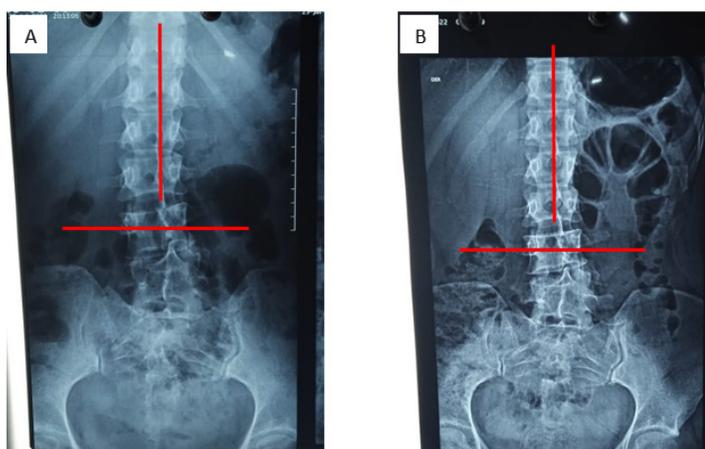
Radiografía de columna en región lumbosacra mostrando la mejora en biomecánica y estructural posterior a la combinación de termoterapia, electroterapia y ejercicios de Williams. A. Rayos X con fecha 25 de julio del 2021, se observa inclinación lateral derecha del cuerpo vertebral lumbar "L-4", se observa la zona superior izquierda del cuerpo vertebral sobresaliente acorde a la línea imaginaria proyectada (línea horizontal). Presencia de rotación vertebral izquierda, esta rotación aleja la estructura anatómica de la línea media imaginaria proyectada, estas son observables en apófisis espinosas (línea vertical). B. Rayos X con fecha 18 de mayo del 2022, se evidencia notable mejoría en cuerpo vertebral lumbar "L-4", es notoria la mejoría en dicha vertebra, ya que se observa disminución de la porción vertebral superior izquierda sobresaliente, esto acorde a la línea imaginaria proyectada (línea horizontal). Es notoria la mejoría en cuanto a la disminución de la rotación vertebral izquierda, evidenciando corrección de la disposición de las apófisis espinosas, todo esto acorde a la línea media imaginaria proyectada (línea vertical).
